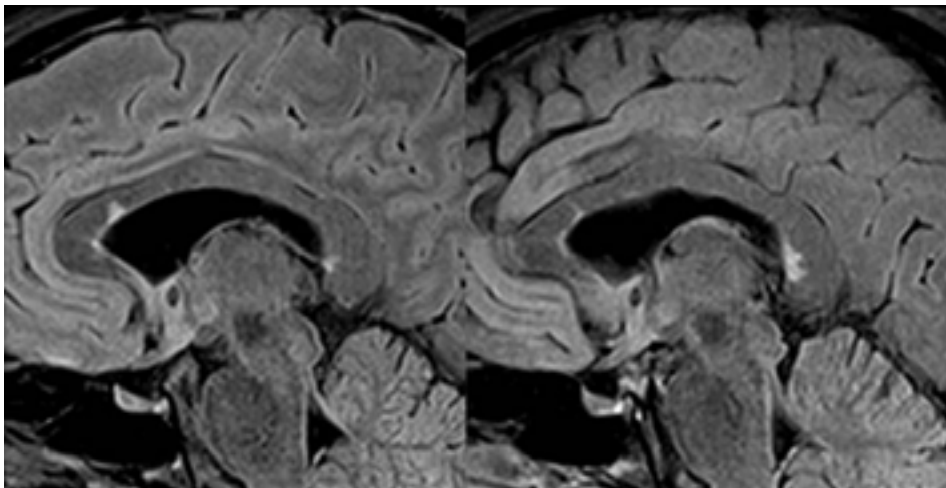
RM cerebral. Secuencia *fast*-FLAIR en el plano sagital en paciente con un primer episodio clínico sugestivo de tener un origen desmielinizante. Se observan lesiones focales hiperintensas en la superficie subependimaria del cuerpo caloso.
